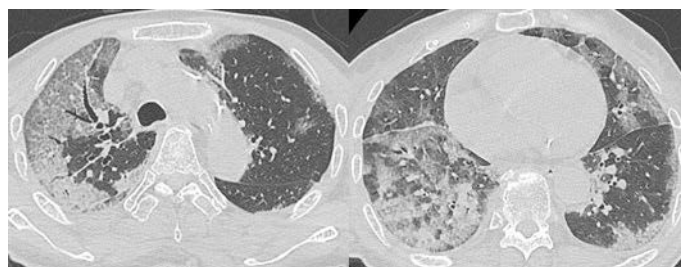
Computed tomography (CT) scan on admission showing bilateral multilobar ground-glass opacities and consolidation in the lung periphery. At this point, there are no pulmonary nodules or cavitary lesions.
